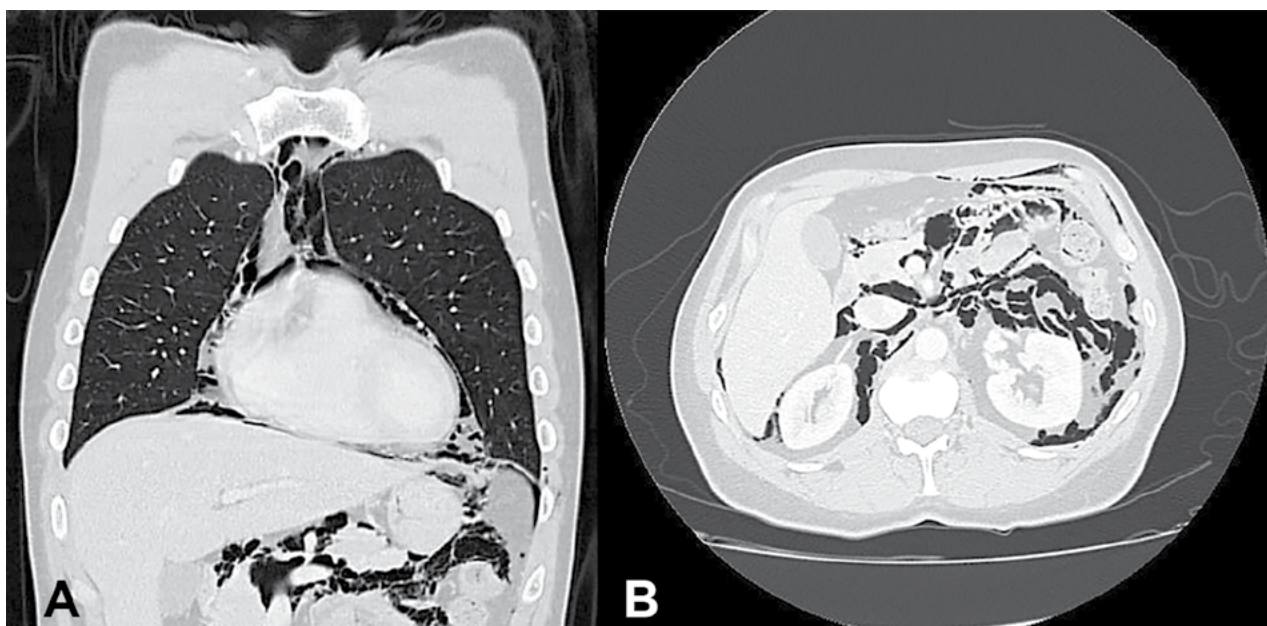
Tomografía computarizada toracoabdominal realizada al segundo día posoperatorio de resección local transanal de un cáncer de recto temprano por TEO. A) Corte coronal de tórax que evidencia neumomediastino. B) Corte axial de abdomen con retroneumoperitoneo.
